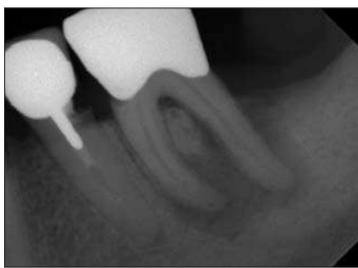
Röntgenbefund zeigt Heilung einer Paro-Endo-Läsion durch endodontische Therapie. Kontrolltermin drei Jahre post OP (Single visit – Behandlung mit Resilon/Epiphany).
